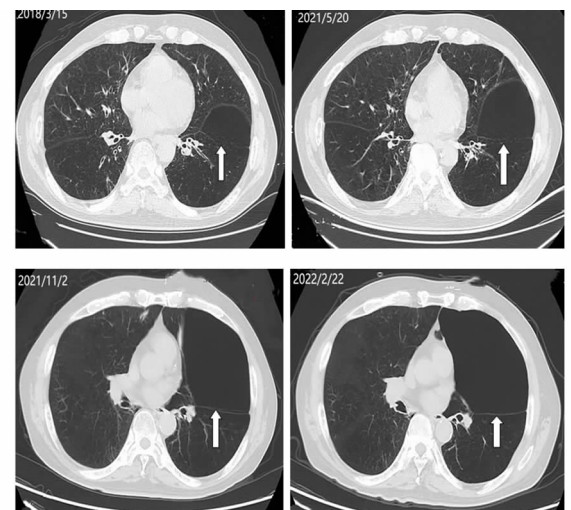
胸部 CT 横断面 (诊断 COPD 后肺大疱容积变化差异较大的 4 个时期的影像,白色箭头所指区域为肺大疱;随着时间的延长,左侧肺大疱容积逐渐增大,且相邻时期间隔时间逐渐缩短,分别为 3 年、5 个月、3 个月)
